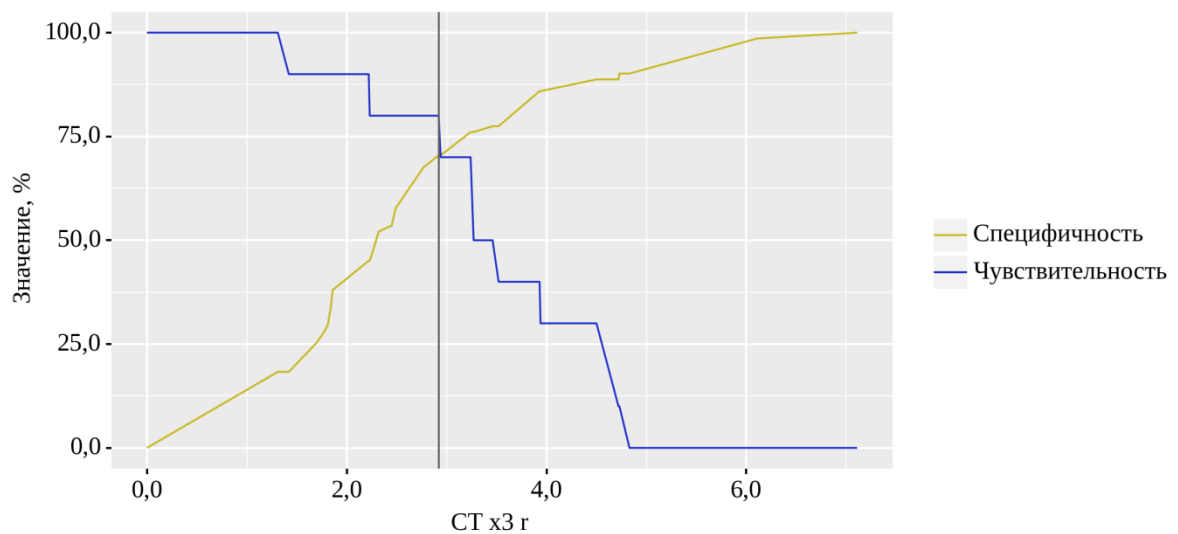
Анализ чувствительности и специфичности модели в зависимости от пороговых значений показателя «КТ»
